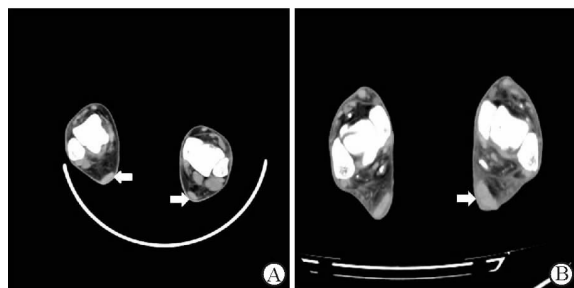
多排螺旋 CT (MSCT) 平扫横断面图
